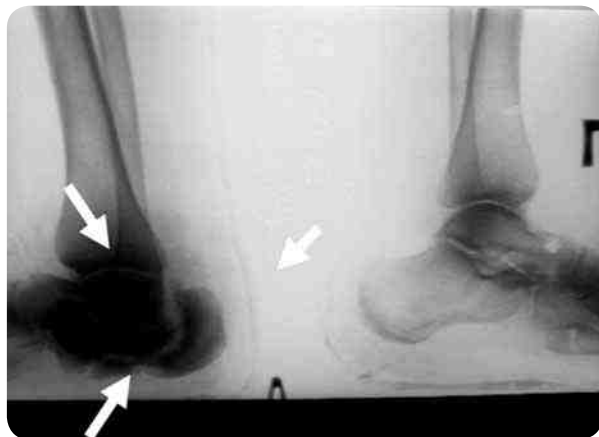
Рентгенография стоп пациента с нейроостеоартропатией в острой стадии (поражены пяточная кость, голеностопный сустав, таранная, ладьевидная, кубовидная кости и соответствующие сочленения левой стопы, правая стопа без патологии)
